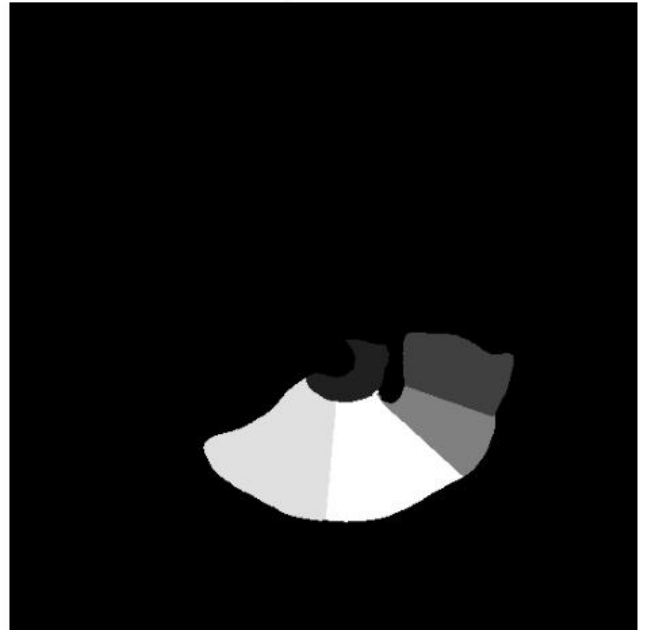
Приклад КТ зрізу а) та маски б)
